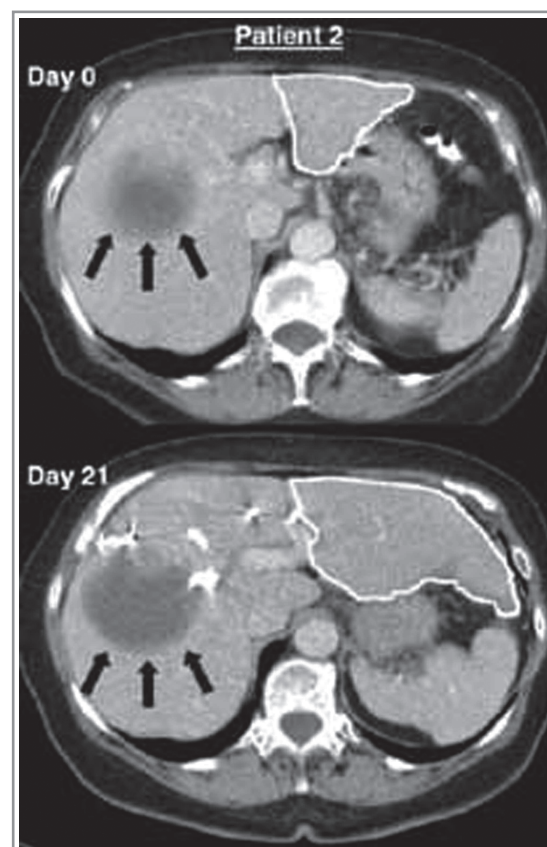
Компьютерная томограмма на уровне печени. Прирост объёма печени (сегменты II и III) через 21 день после трансплантации CD133+ клеток (отмечено стрелками) у пациента 2. Компьютерная томография. Из Stem Cells 2005; 23: 463-470.
